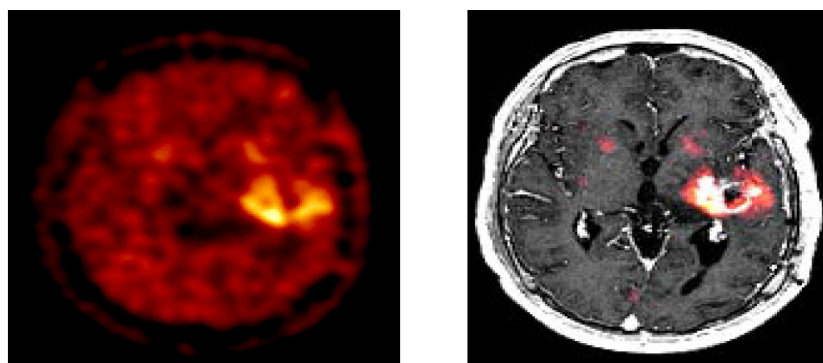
Пациент А.А., 42 года. На ПЭТ/КТ с ^{18}F - ФЭТ глиобластома левого полушария головного мозга
